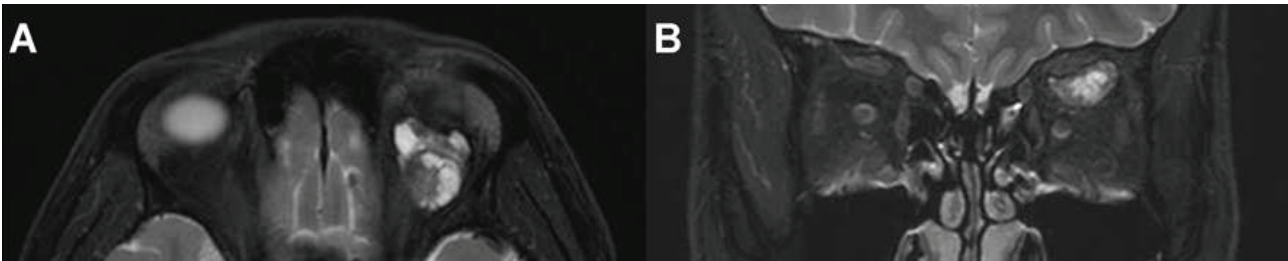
Case 2. T2-weighted axial (A) and coronal (B) MR images demonstrating an intraconal superior left orbital mass with mixed signal intensity.
